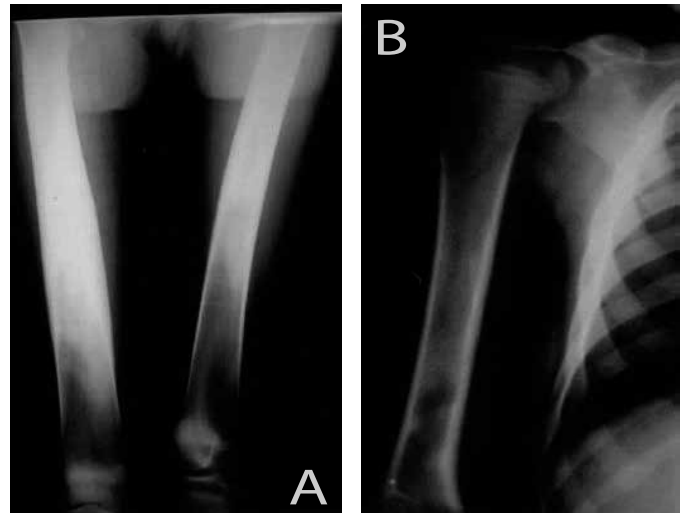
Radiografias do fêmur em ântero-posterior, bilateral (A), e do úmero direito (B), evidenciando esclerose diafisária, espessamento cortical e diminuição do canal medular.
